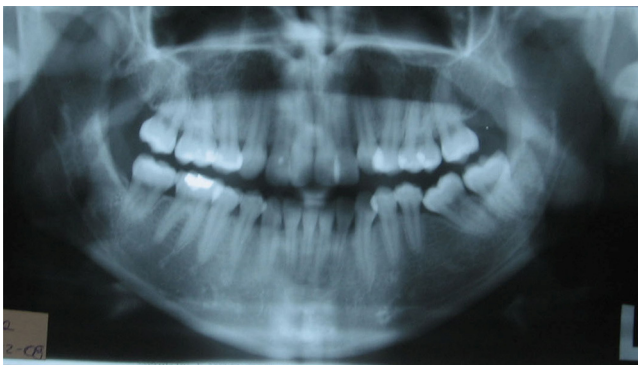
Radiografía panorámica. Se observa una apropiada longitud radicular. Ausencia de 3.6 con mesialización de 3.7.
